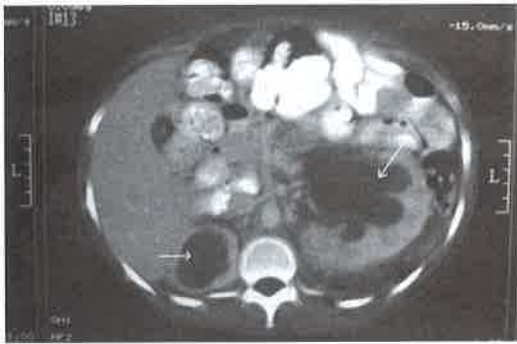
Tomografia computadorizada mostrando aumento de ambos os rins, espessamento cortical e dilatação calicinal grave (setas)<sup>43</sup>.
